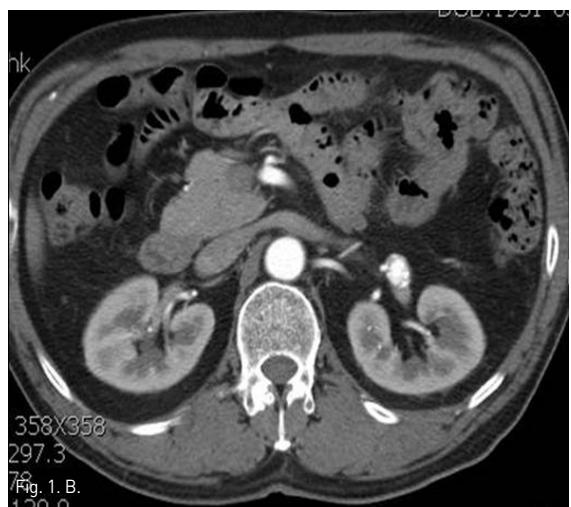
CT angiography shows about 2.5cm size calcified left renal artery aneurysm at the bifurcation of left superior renal artery anterior and posterior segmental branch.
